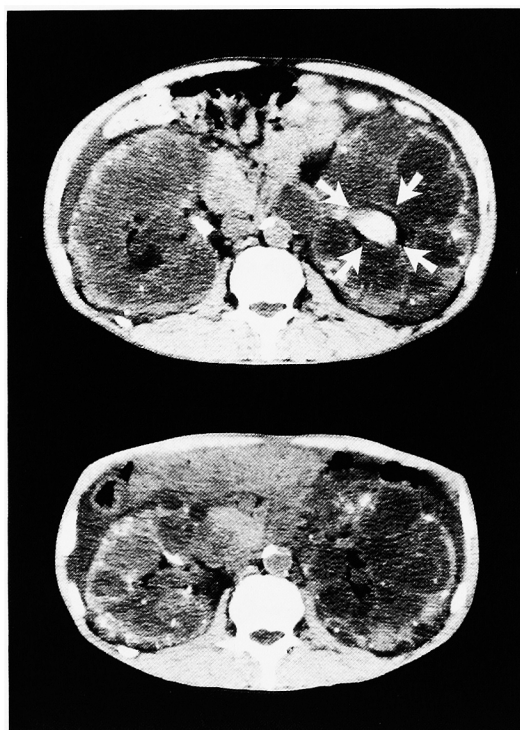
(a) Abdominal CT (upper) on 65th day after right TRAE shows bleeding into left renal pelvis (indicated by white arrows). (b) Abdominal CT (lower) on 120th day after right TRAE (55th day after left TRAE) shows disappearance of bleeding from left renal pelvis and, 49% decrease in size of the right kidney and 30% decrease in size of the left kidney.
